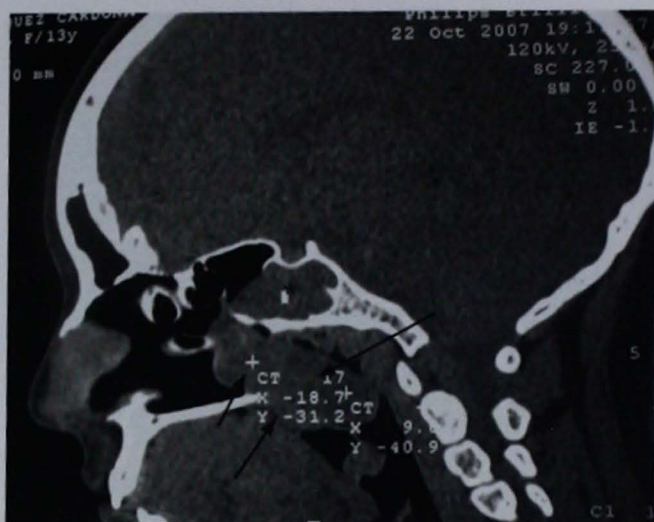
TC de senos paranasales en corte sagital simple que muestra lesión isodensa, homogénea y bien delimitada, que ocupa el esfenoides y que se extiende a la nasofaringe (flechas).
